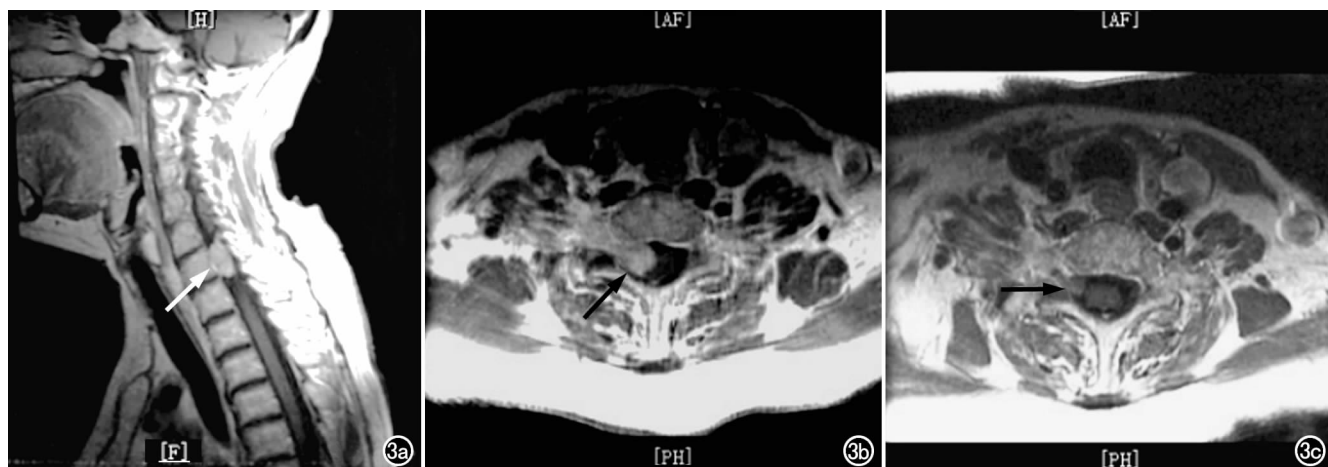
原发性颅内淋巴瘤术后 1 年半,继发脊柱淋巴瘤。MRI 示 C_7 水平椎管内硬膜外一团状异常强化信号(箭),并通过椎间孔向外生长(术前 MRI 疑为神经源性肿瘤)。a) 矢状面; b) 轴面 MRI; c) 轴面 MRI, 示 C_7 水平椎管内硬膜外淋巴瘤术后 8 个月复发(箭)。
